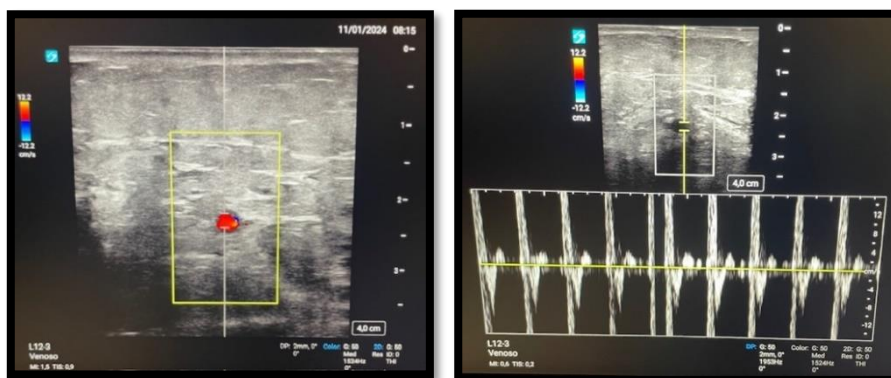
Ecografía Doppler arterial. Fuente propia.
